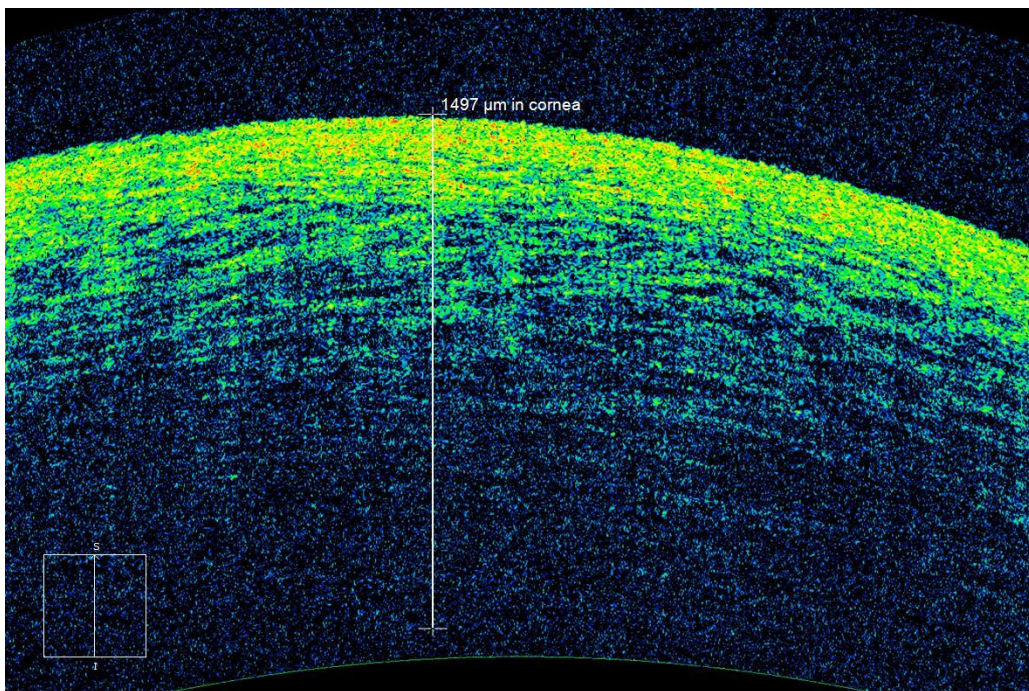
ОКТ-томограмма роговицы увеличенной толщины за счет диффузного отека переднего эпителия и стромы у экспериментального животного через 2 недели после развития индуцированной буллезной кератопатии
